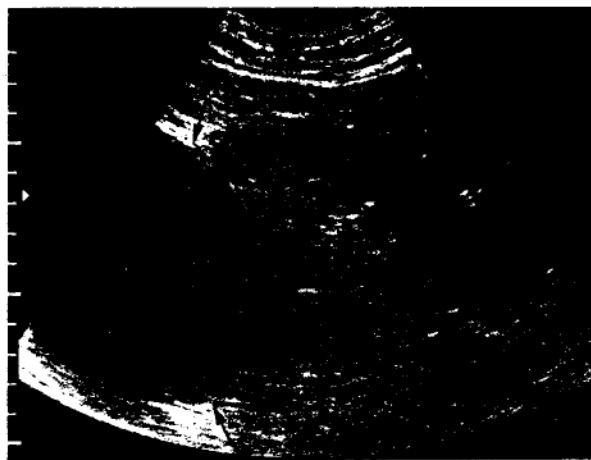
Ecografie renală dreaptă: masă voluminoasă anecogenă în polul superior (chist)
